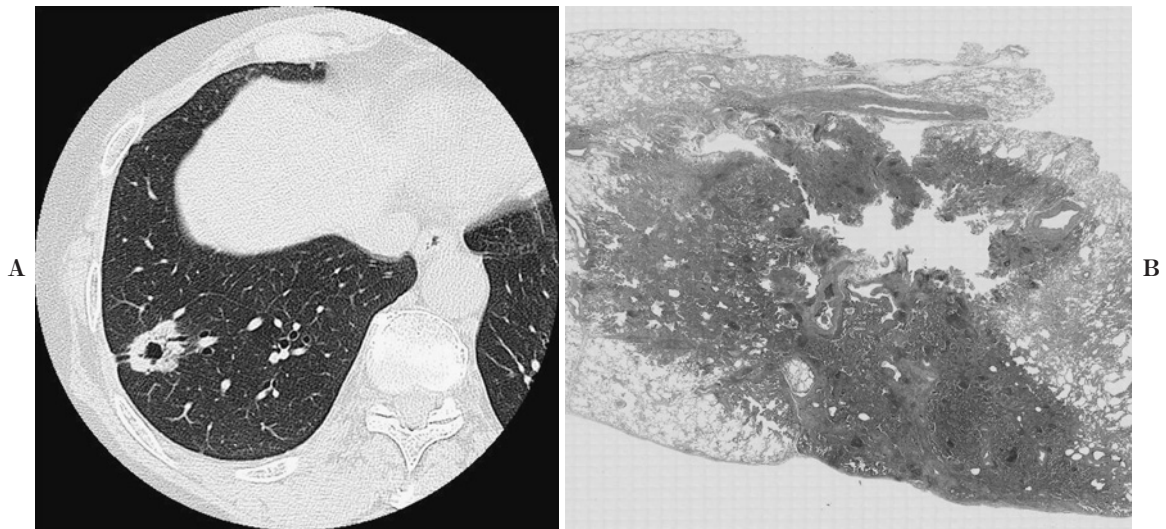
A. A HRCT image shows a lung nodule with bubble-like air density. B. The nodule was pathologically diagnosed as adenocarcinoma with mixed subtypes, containing small cavities.
